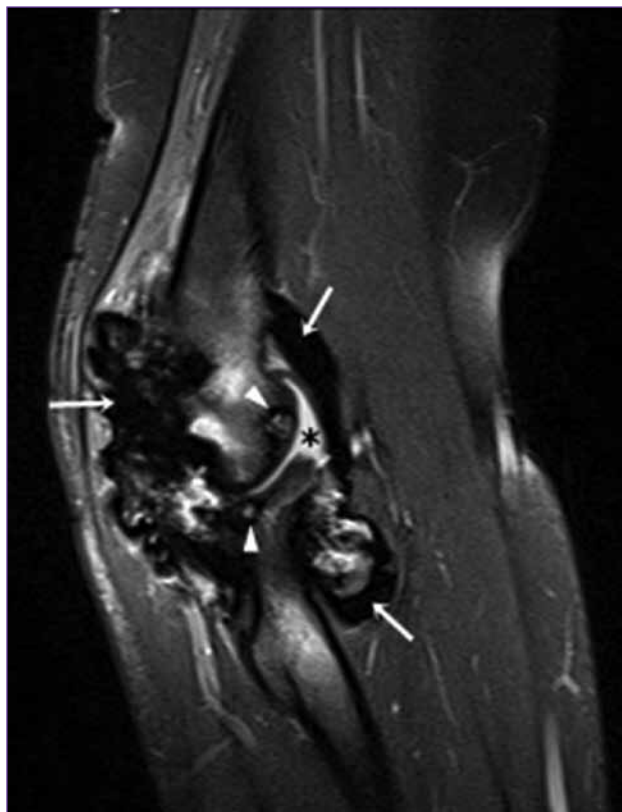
Resonancia magnética del compartimento lateral del codo en el plano sagital, secuencia en densidad protónica con supresión de la grasa. Engrosamiento sinovial con gruesos depósitos de hemosiderina en todos los recesos capsulares (flechas blancas) asociado a derrame articular (asterisco). Se advierte una microgeoda subcondral en la cabeza del radio (punta de flecha).
